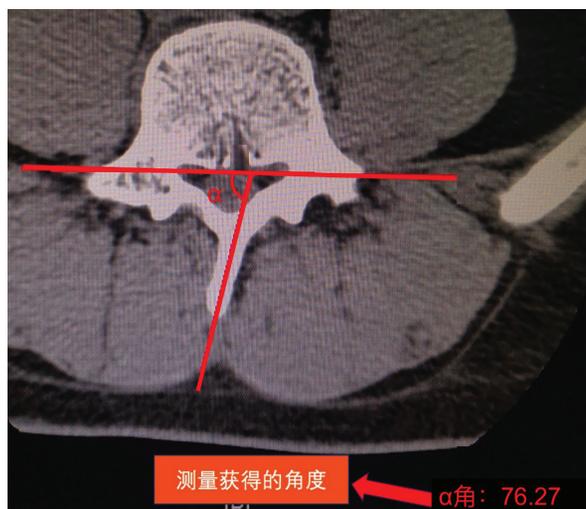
棘突偏斜角度测量方法:通过间接测量法获得棘突偏斜角,先在 CT 轴位上测量椎体后缘切线与棘突长轴线夹角(α),然后用 90° 减去 α 角,即为偏斜角度
